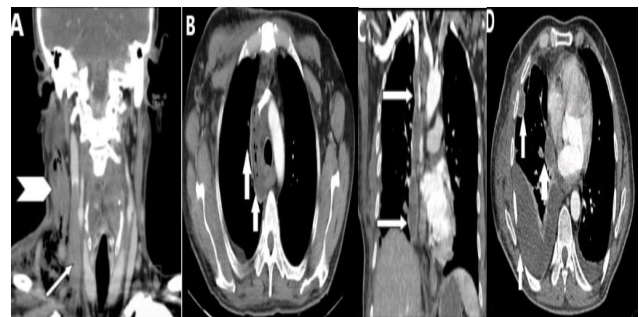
A. Coronal contrast-enhanced CT image demonstrates an abscess (arrowhead) in the right sternocleidomastoid muscle. Thrombosis of right jugular vein appears as a filling defect (arrow). B, C. Axial (B) and coronal (C) contrast enhanced CT images show a mediastinal abscess (arrows) at the right paratracheal area in superior mediastinum extending through mediastinum to the right hemidiaphragm. D. Axial contrast-enhanced CT image reveals fluid collections in the right pleural space with enhancing walls suggestive of empyema (arrows).
